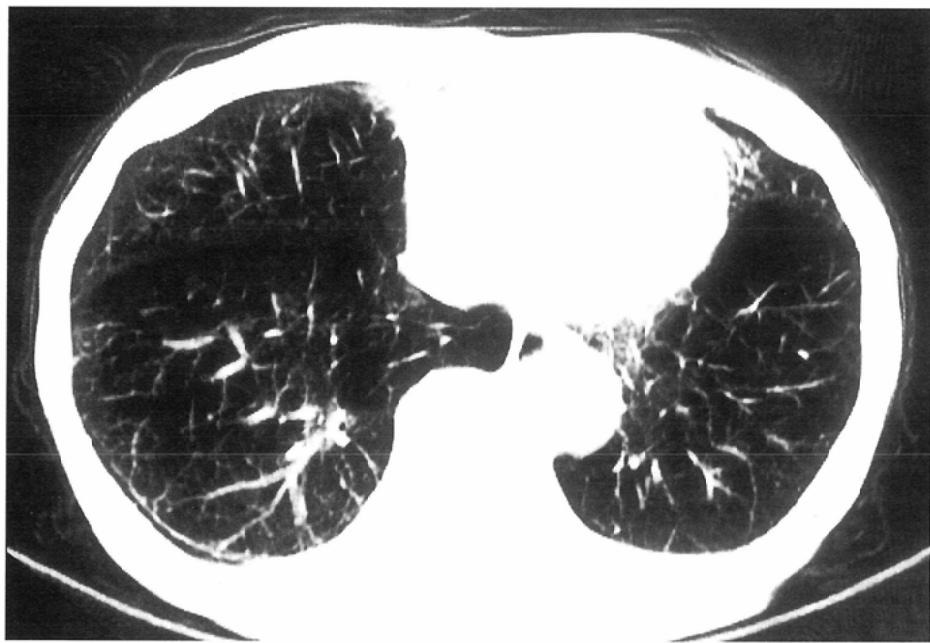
CT image shows emphysematous change in bilateral lower lobe.
